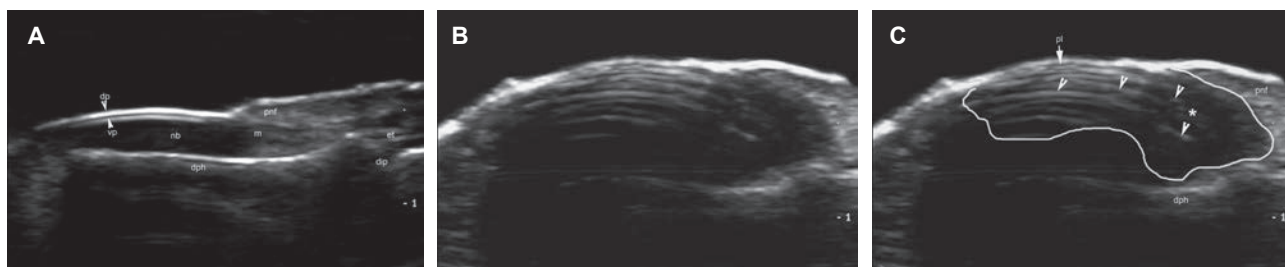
A. Apariencia sonográfica normal de la uña. Ultrasonido en escala de grises (vista longitudinal).
